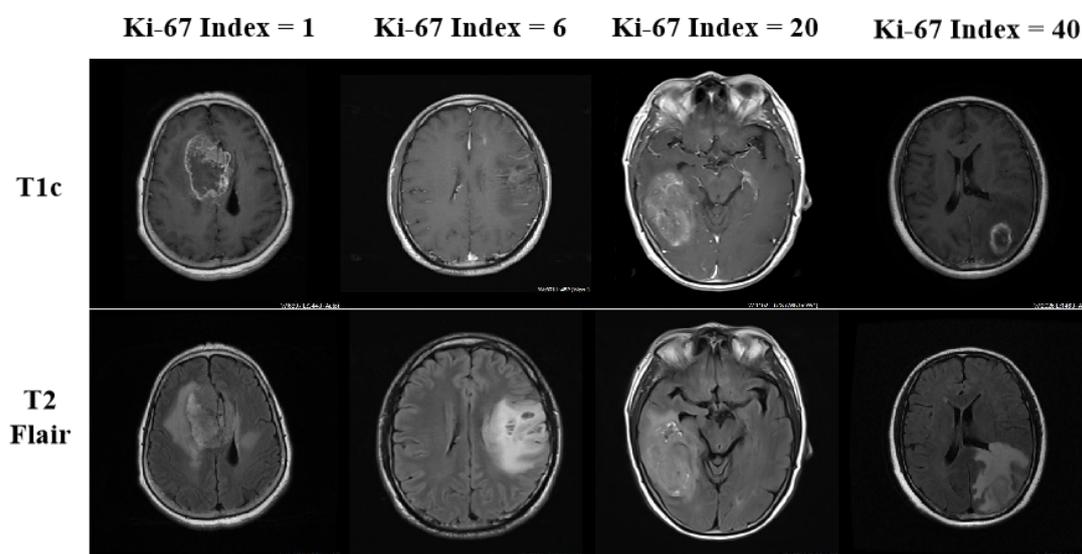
不同 Ki-67 指数的患者 MRI 多序列影像
